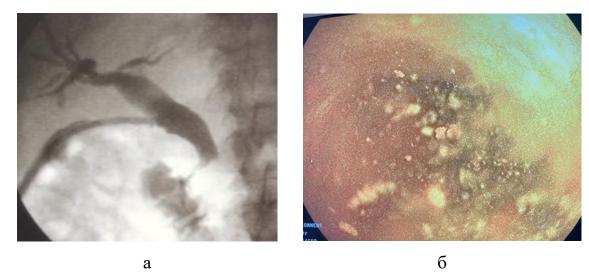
Чрездренажная холангиограмма: а — рентген-картина стеноза терминального отдела холедоха; б — не удается добиться очищения просвета холедоха, капсулы Креона и билиарный сладж хаотично перемещаются в просвете холедоха
